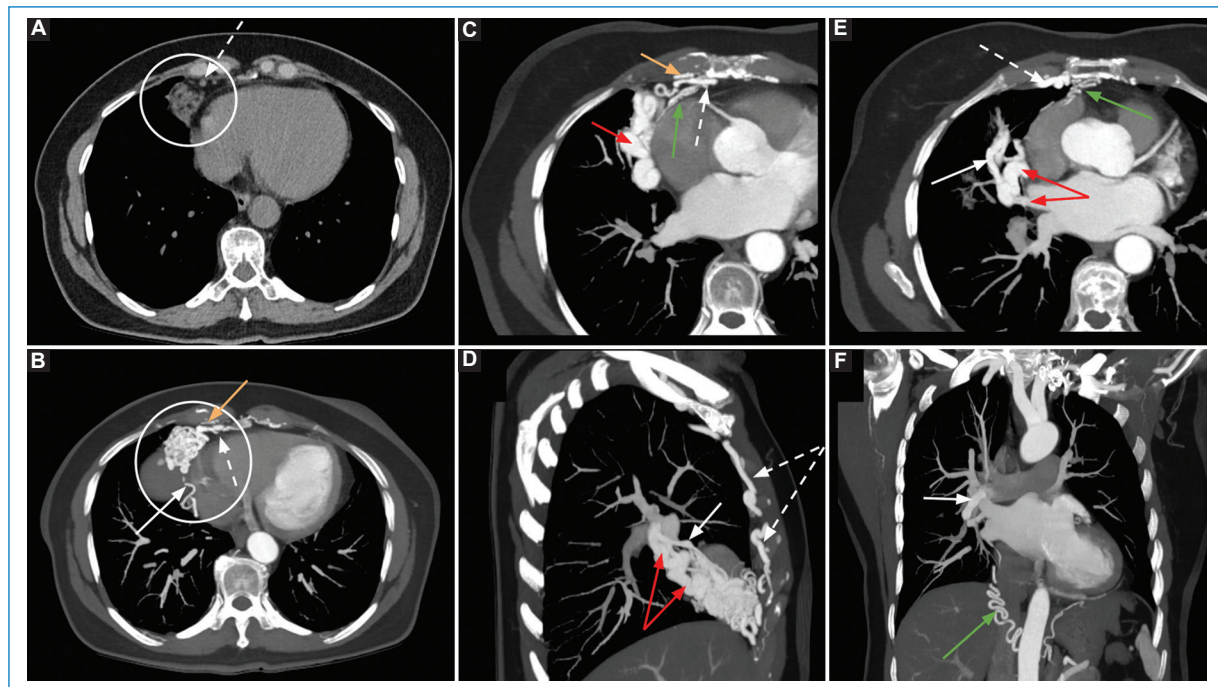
TC de tórax sin contraste en el plano axial (A) y angio-TC de aorta en el plano axial (B) con MIP (C y E), incluyendo MPR sagital (D) y coronal (F). MAV mediastínica compleja. Se observa una estructura vascular localizada en el seno cardiofrénico derecho que corresponde al *nidus* (círculo en A y B), con aportes vasculares dependientes de la arteria lobar media e interlobar (flechas blancas), así como circulación sistémica a expensas de la arteria mamaria interna derecha (flechas discontinuas), ramas intercostales (flecha amarilla) y ramas frénicas con origen en la aorta abdominal (flecha verde). El drenaje venoso depende de la vena pulmonar inferior derecha, con dilataciones varicosas y mayor calibre respecto a las arterias nutricias (flechas rojas).
